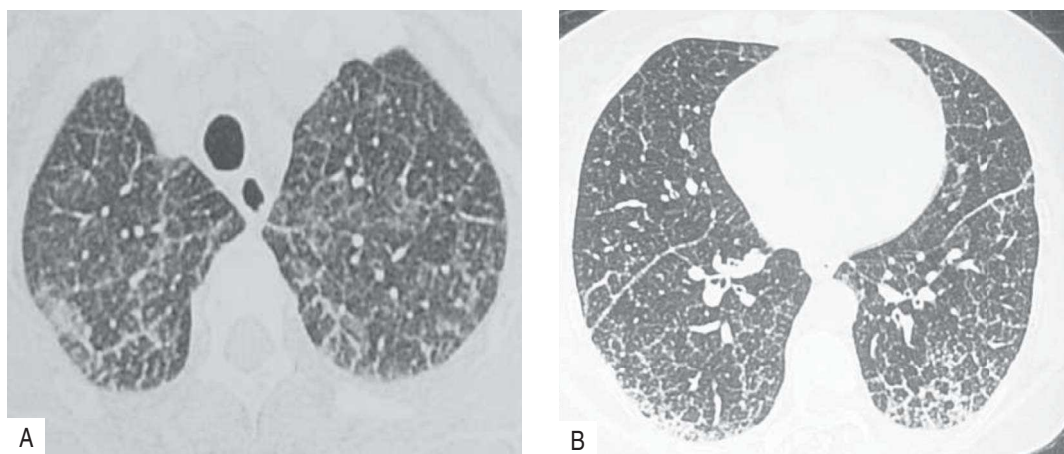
(A e B) – Cortes de TC de alta resolução realizada um mês após o início das queixas. Espessamento bilateral dos septos interlobulares com alguns destes septos apresentando morfologia irregular
